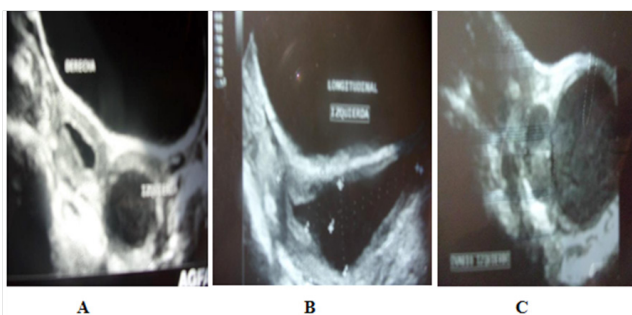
Ecografía pélvica transabdominal (transductor convex 3,5 MHz). A: útero didelfos; B: Hematocolpos izquierdo; C: Hematocolpometra derecho.
